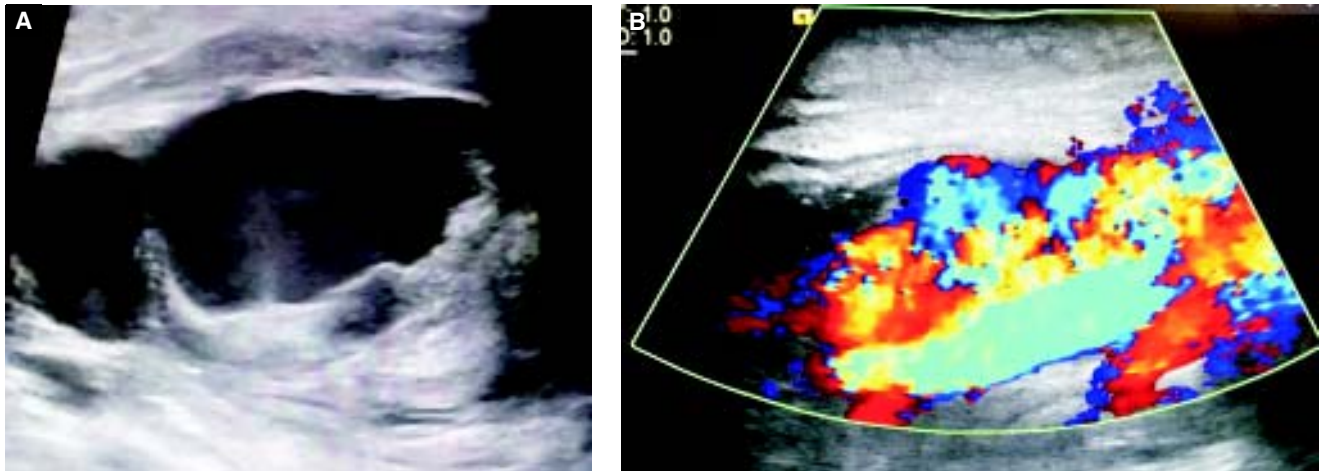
Ultrasonido Doppler de fístula arteriovenosa donde se identificó trombosis parcial de la porción venosa sin comprometer la permeabilidad de la misma.
